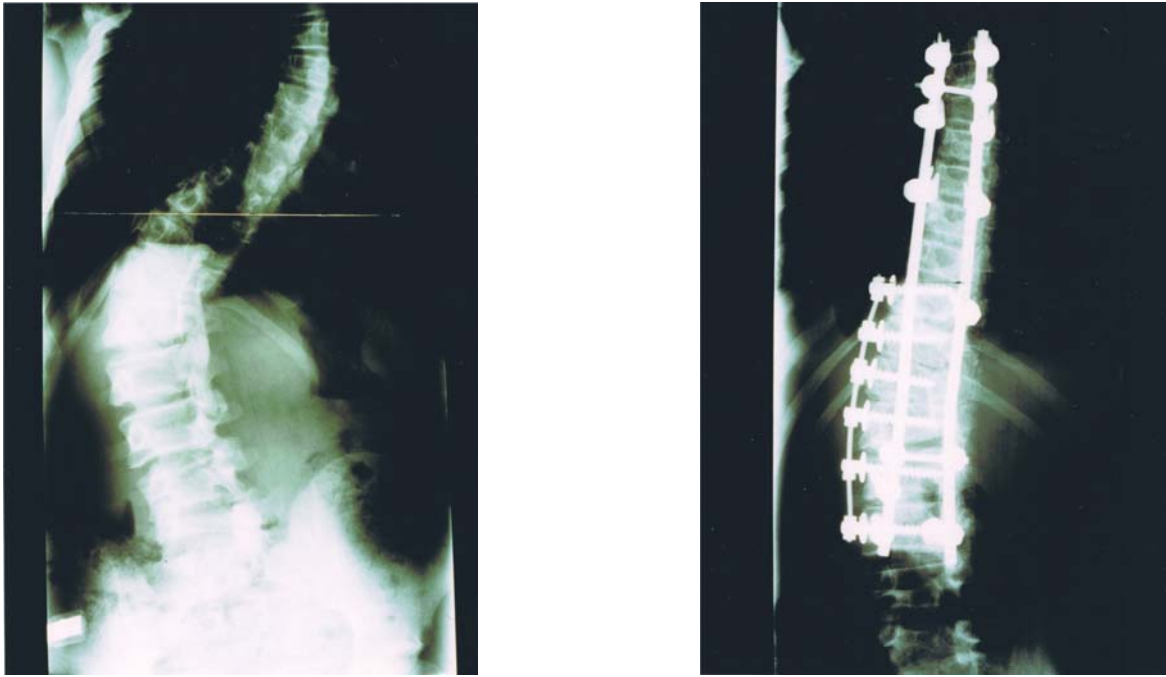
Prä- und postoperative Röntgenaufnahmen im Stehen (a.-p.) einer 12-jährigen Patientin mit kongenitaler Skoliose. Der präoperative thorakale Skoliosewinkel betrug 43° und wurde postoperativ auf 18° verringert. Der lumbale Skoliosewinkel wurde von präoperativ 51° auf postoperativ 18° korrigiert. Die Rotation des thorakalen Scheitelwirbels (5°) und des lumbalen Scheitelwirbels (15°) blieben unbeeinflusst.
